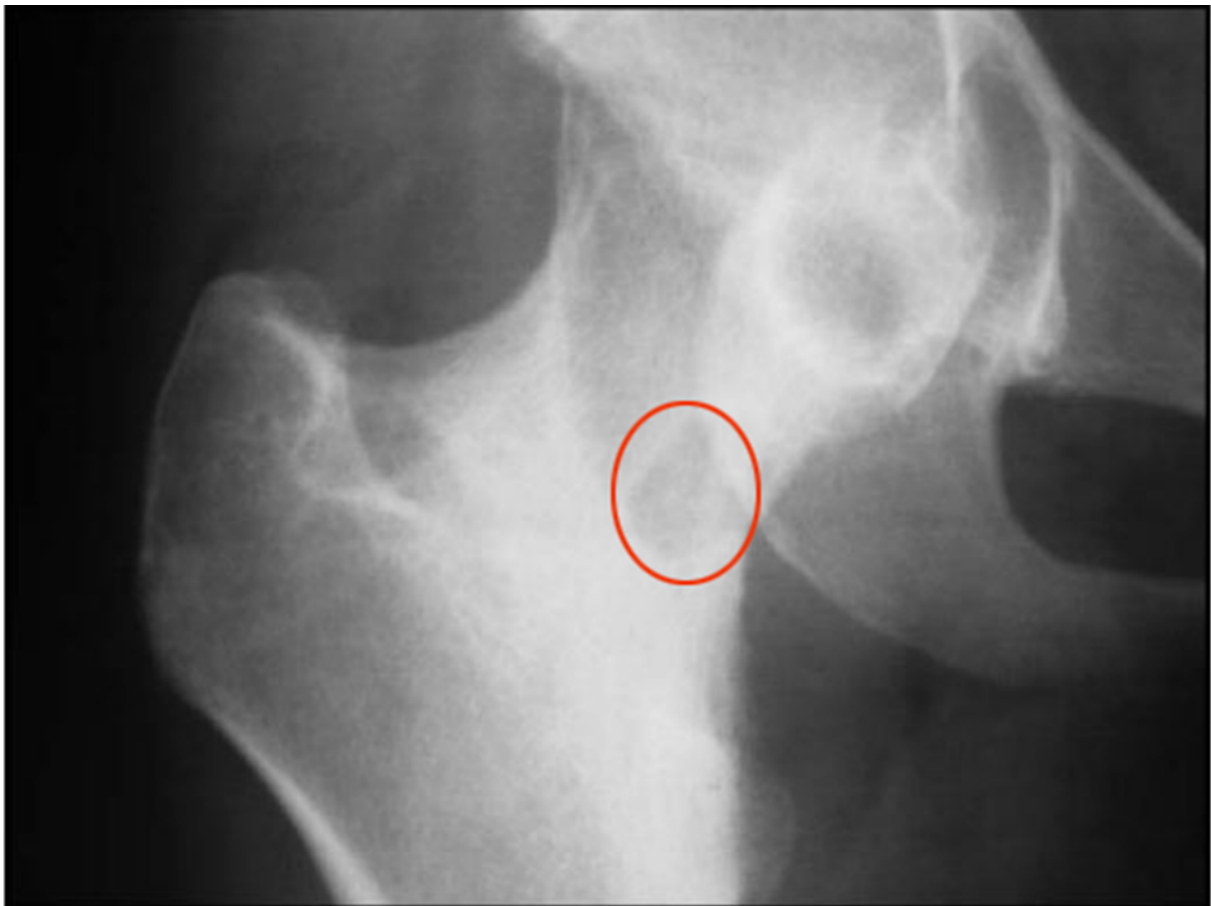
La radiographie standard montre une petite image lacunaire sur la face interne du col fémoral gauche Service de traumatologie, hôpital Ibn Sina.
